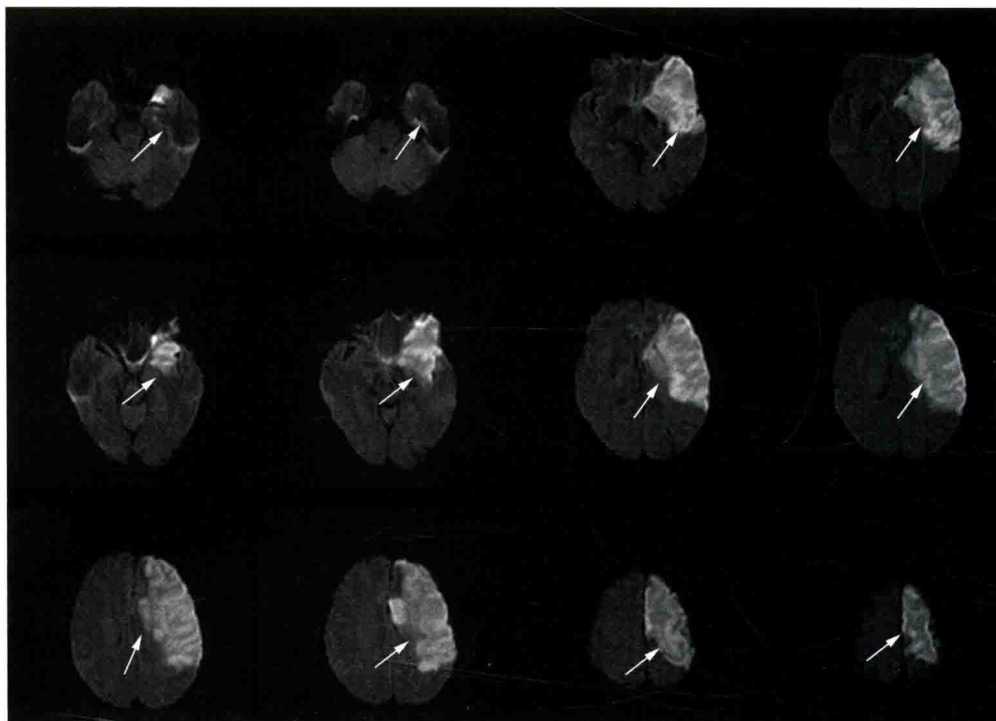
头颅 MRI: 左侧额颞顶叶、基底节及岛叶急性脑梗死
